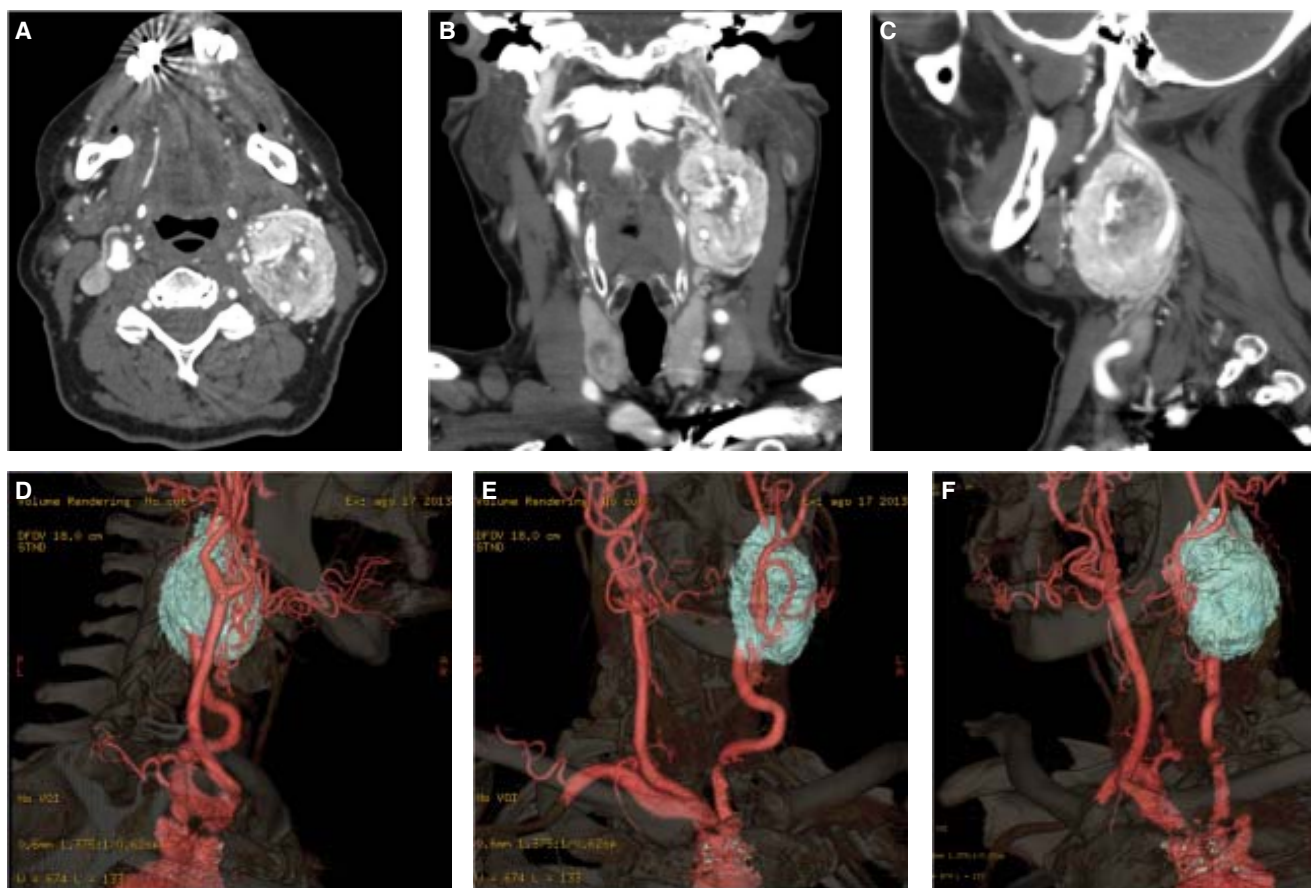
Selección de imágenes de angiotomografía computarizada, paciente número 1, con lesión focal de la bifurcación carotídea izquierda (espacio carotídeo), clasificación de Shamblin IIIa. A-C. Corte axial y reconstrucción multiplanar coronal y sagital. D-F. Reconstrucciones en 3D donde se hace evidente el desplazamiento vascular en el eje mayor cefalocaudal.
